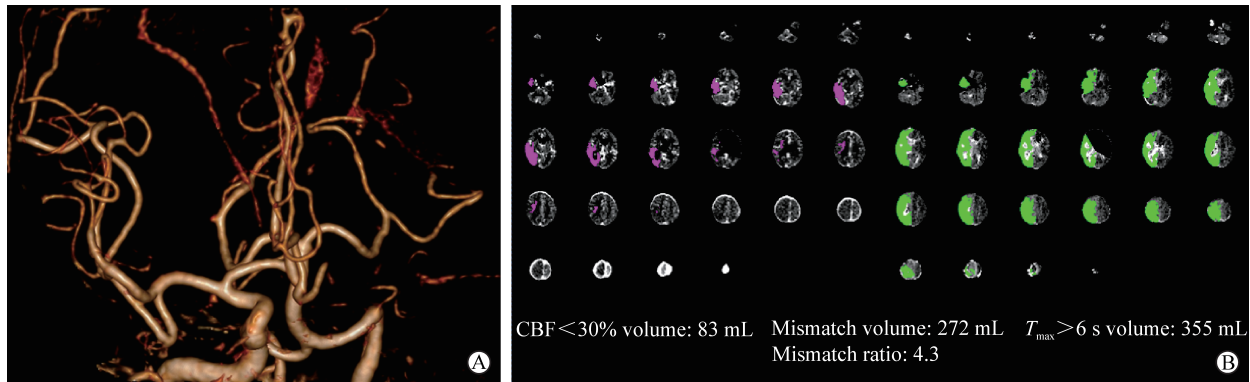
心源性栓塞 AIS 患者的 CTA 及 CTP 图像
